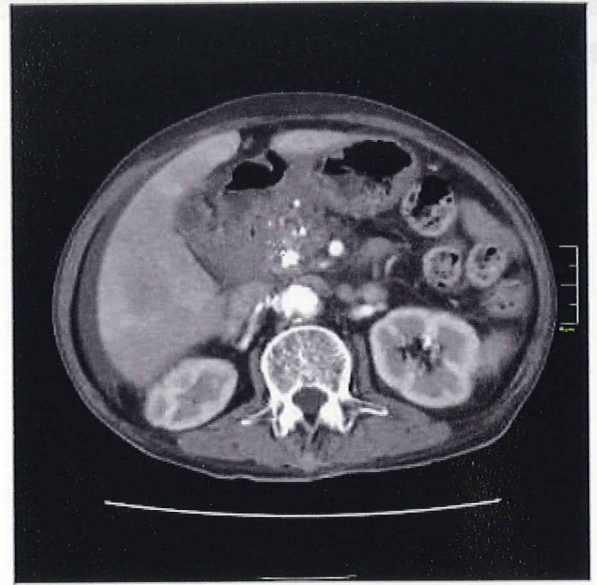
生前造影CT像。膵頭部に境界不明瞭な軟部組織腫瘍を認める。
